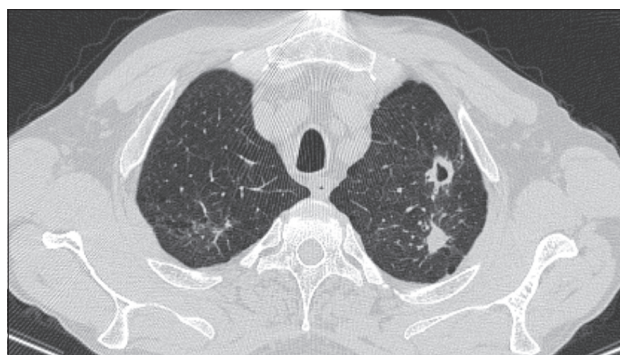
КТ ОГК пациента Е., от 11.01.2018 г. в верхушке левого легкого на фоне интерстициальных изменений легочной ткани определяются 2 плотных образования размерами 18х16 и 14х12 мм, одно из них с участком деструкции
